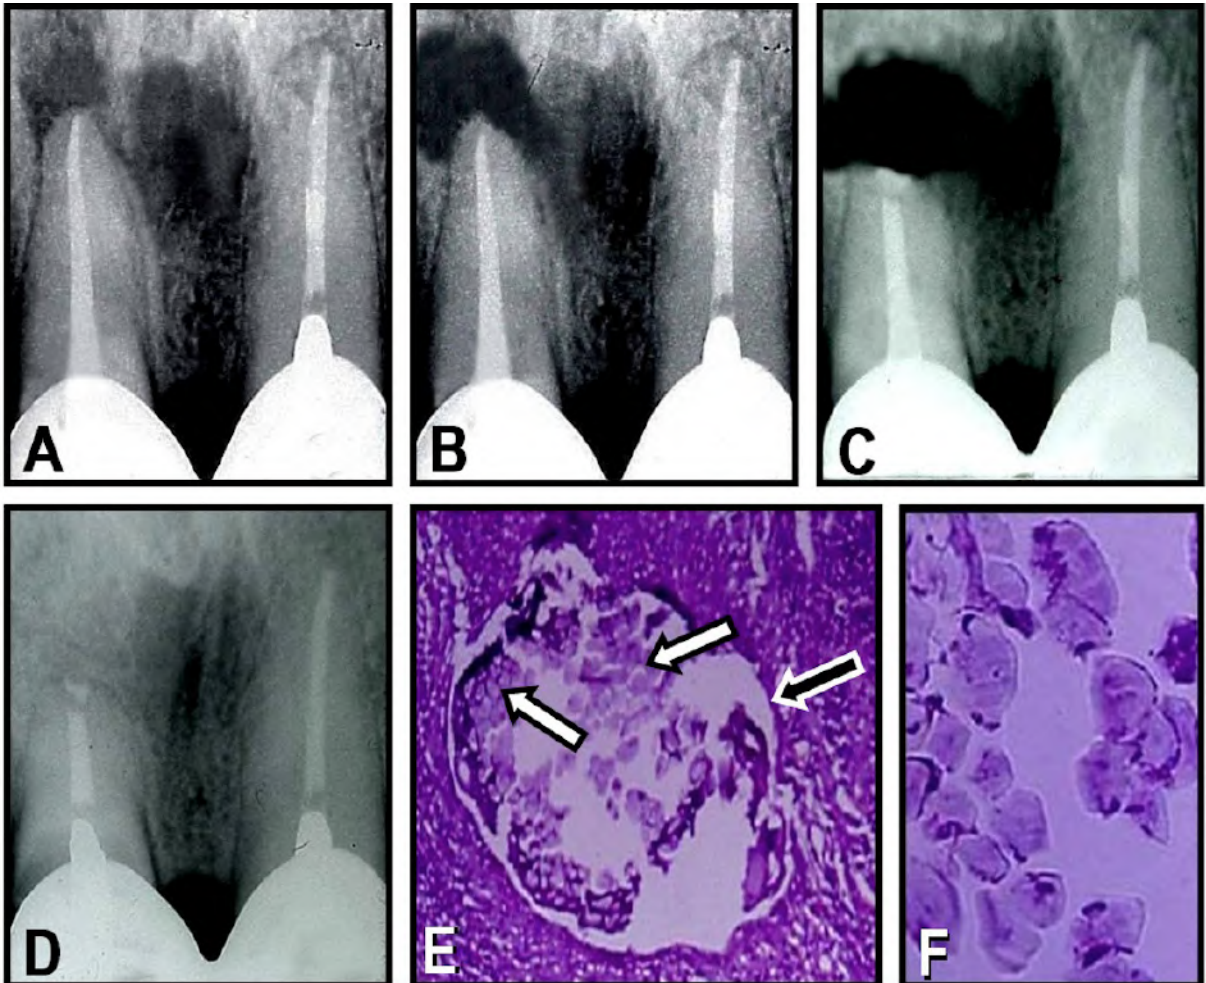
Tratamiento endodóntico realizado a través de una corona en el incisivo central superior derecho con lesión perirradicular. A: Radiografía posoperatoria inmediata. B: A los 9 meses, la lesión aumentó de tamaño y se observa bien circunscripta al ápice dentario. C: Radiografía posoperatoria luego de la remoción quirúrgica de la lesión. D: Radiografía de control a 2 años de la operación, donde se observa la reparación perirradicular. E: Sección histológica del material removido durante la cirugía. Se observa un tejido granulomatoso y una acumulación bacteriana compatible con infección por *C. albicans* (indicados con las flechas blancas), rodeado por una cápsula fibrosa irregular (indicada con la flecha negra). (Hematoxilina y eosina; magnificación original X300). F: Se observa un mayor aumento de las colonias bacterianas observadas en figura 3E. (Hematoxilina y eosina; magnificación original X850).
